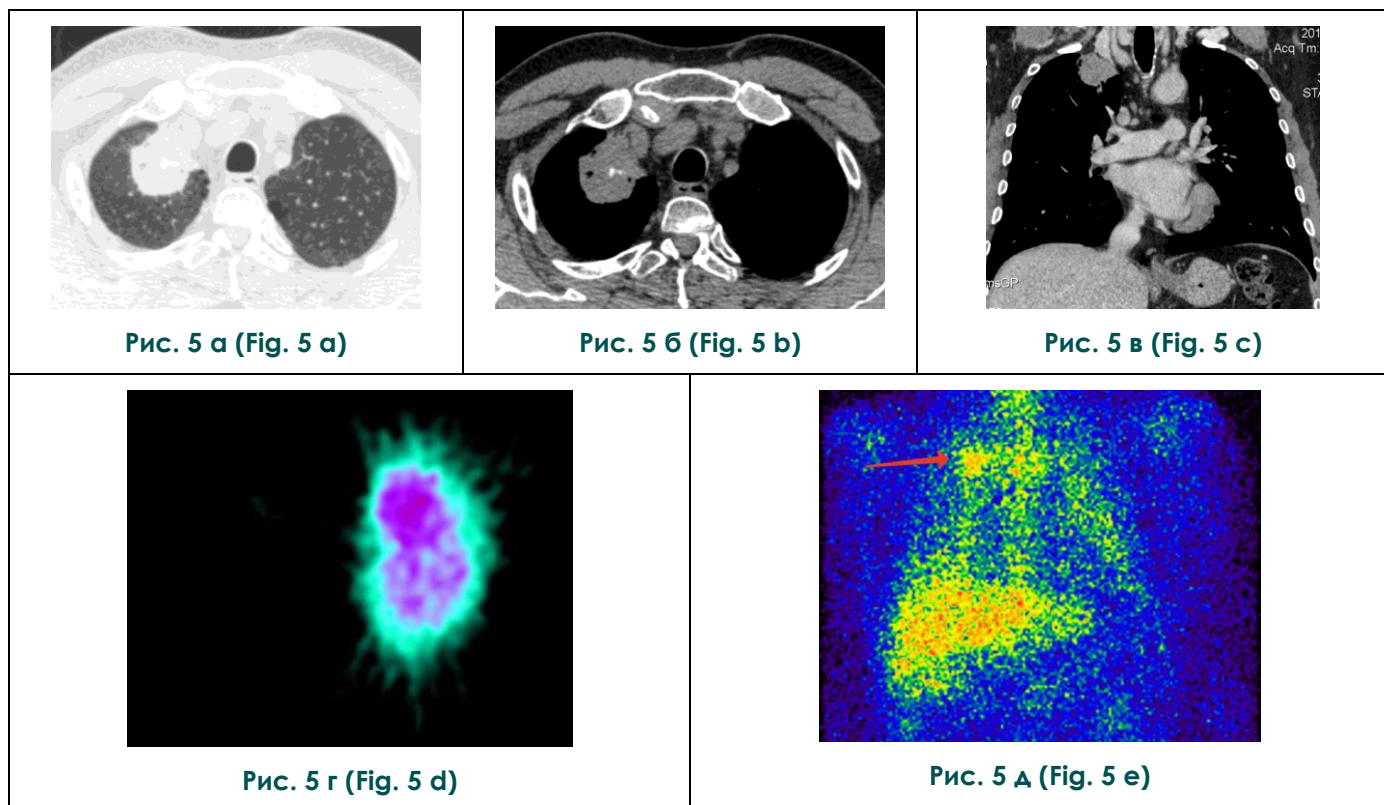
а – б – КТ органов грудной клетки, г, д – ОФЭКТ.
